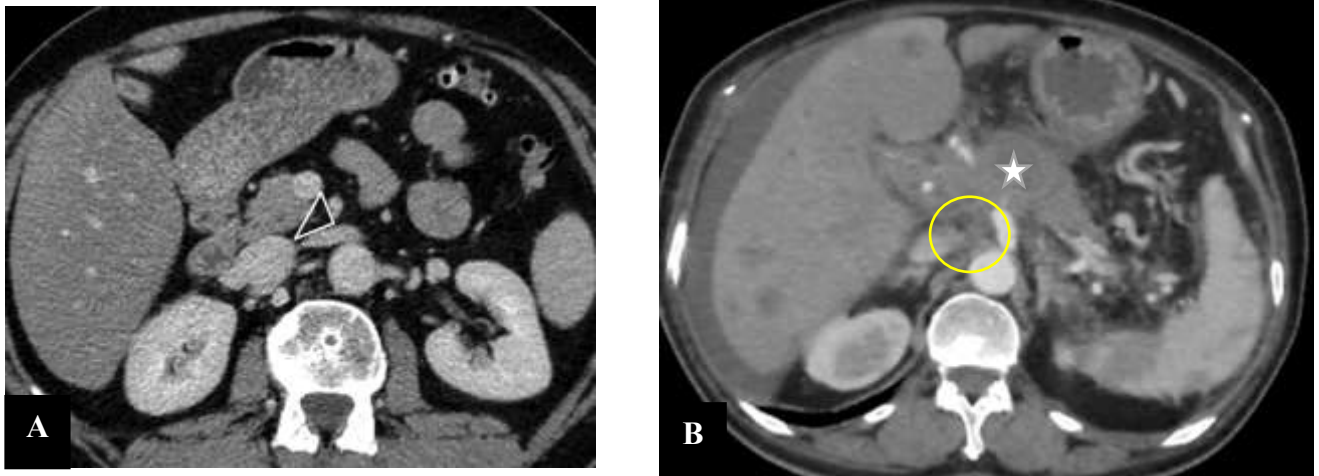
TDM abdominale en coupes axiales qui montre :
